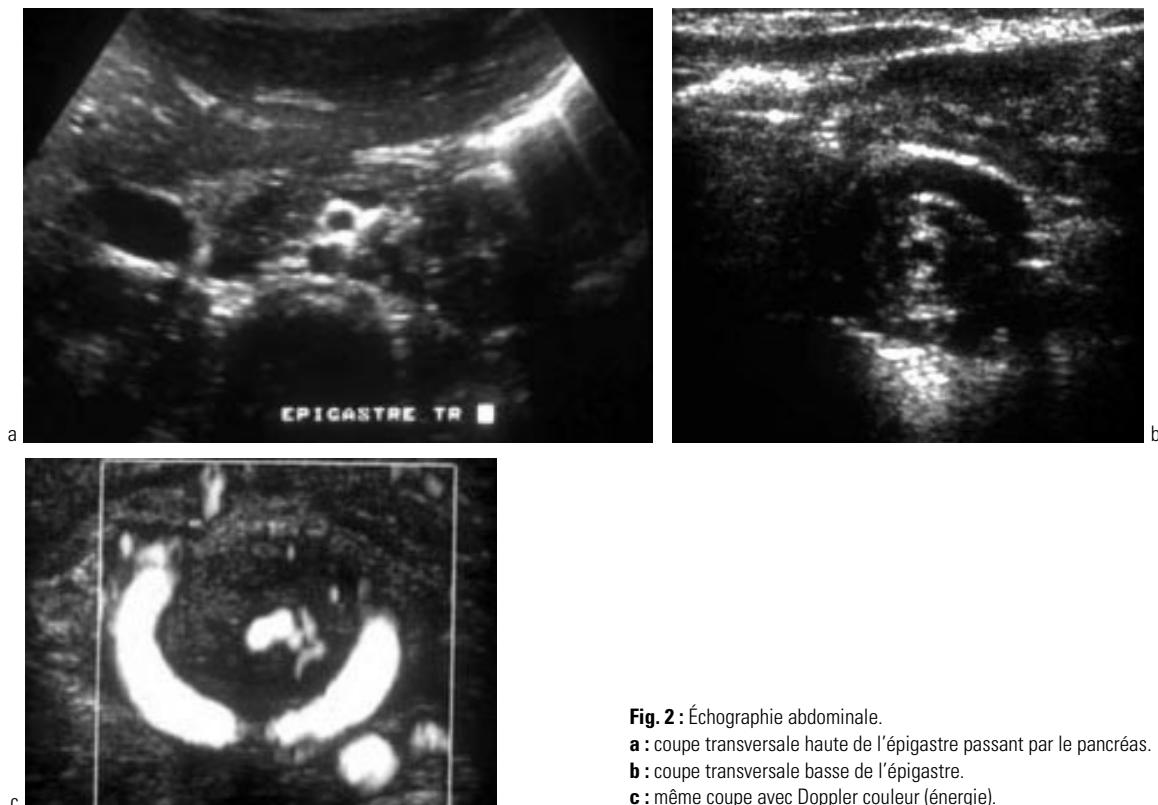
Échographie abdominale.
